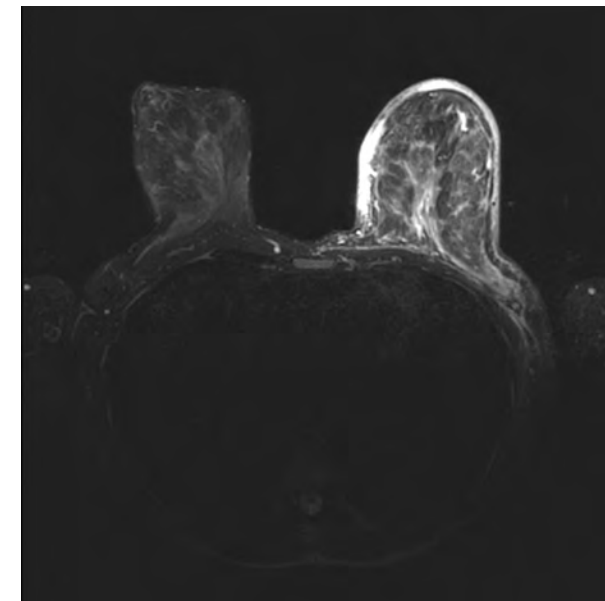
Данные МРТ-исследования в режиме T₂-TSE-Fat-sat, аксиальная проекция. Отмечается уменьшение размеров левой молочной железы и выраженности отека ткани, однако асимметрия молочных желез еще сохраняется
